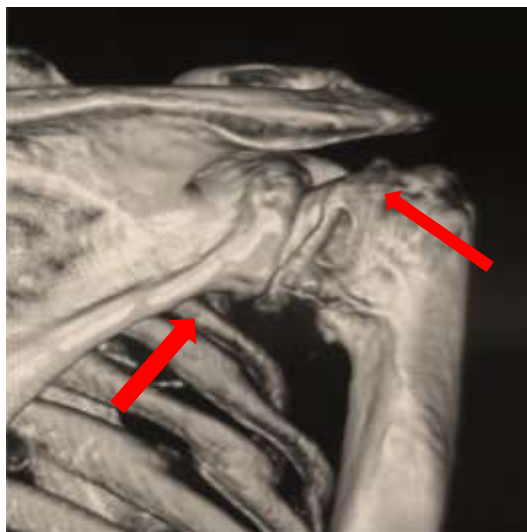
КТ плечового суглоба, 3D-реконструкція (стрілками показано крайові кісткові розростання голівки плеча та лопатки).
